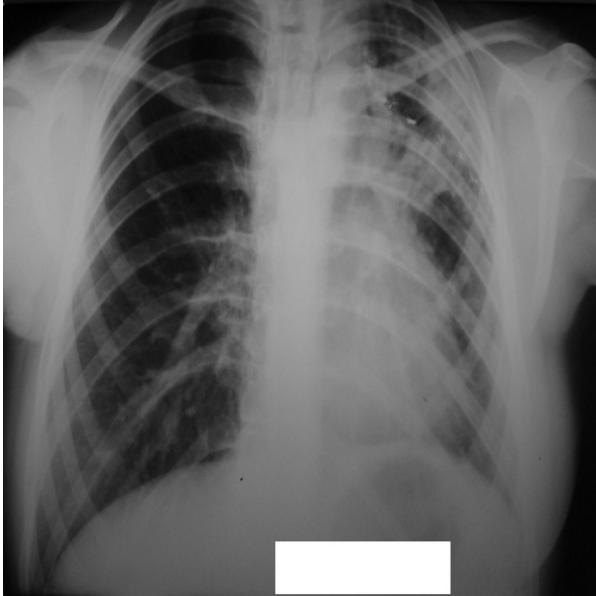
Оглядова рентгенограма хворої А. до лікування.
